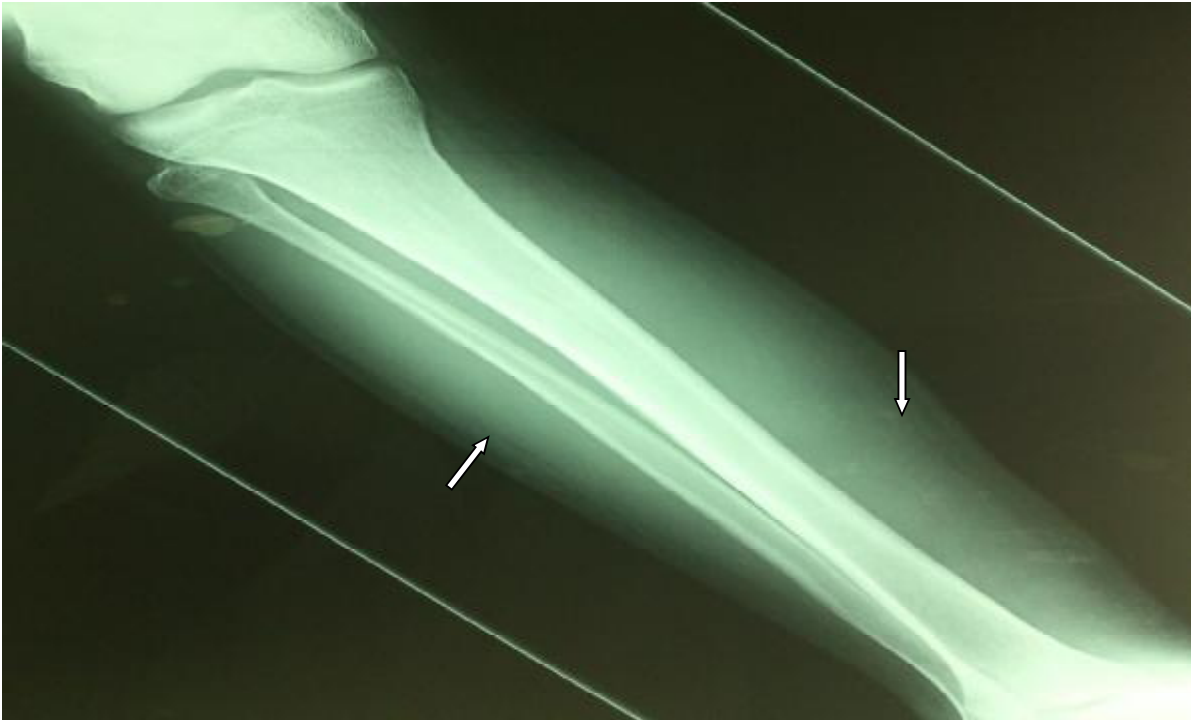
Radiographie standards de l'observation n°5 montrant la présence des bulles d'air (service TR. B4)
